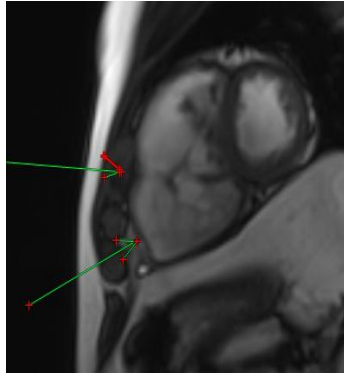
Магнитно - резонансная томография сердца пациента А., 52 лет, размер выходного тракта правого желудочка > 33 , диастолическая деформация передней стенки и верхушки и микроаневризмы
